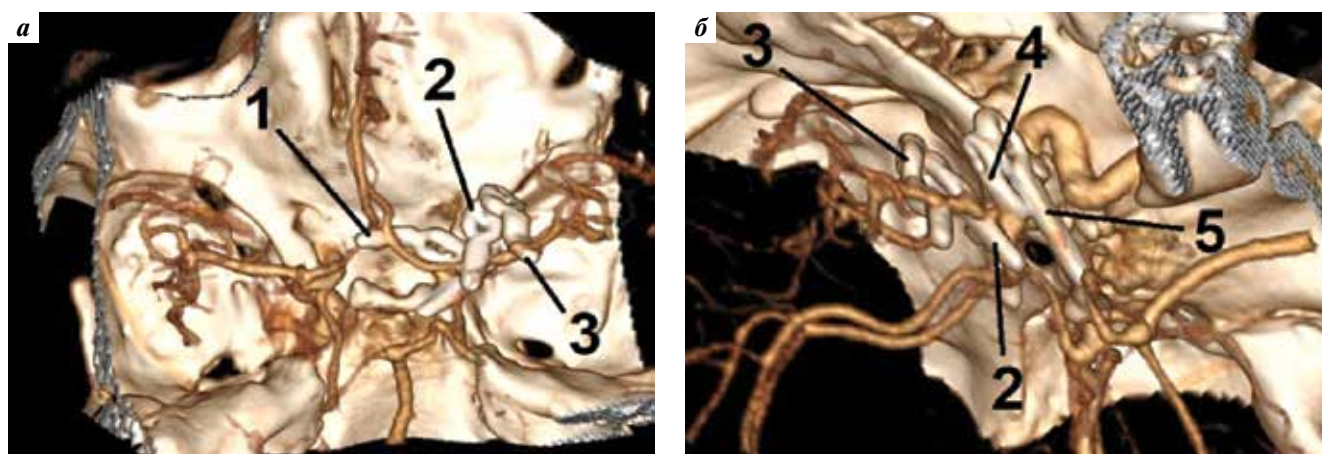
КТ-ангиография сосудов головного мозга пациентки В. после операции, 3D-реконструкция (а, б), клип в области: 1 – аневризмы ПСА; 2 – аневризмы развилки правой ВСА; 3 – аневризмы развилки М1-сегмента правой СМА; 4 – милиарной аневризмы ворсинчатого сегмента правой ВСА; 5 – аневризмы коммуникантного отдела правой ВСА
